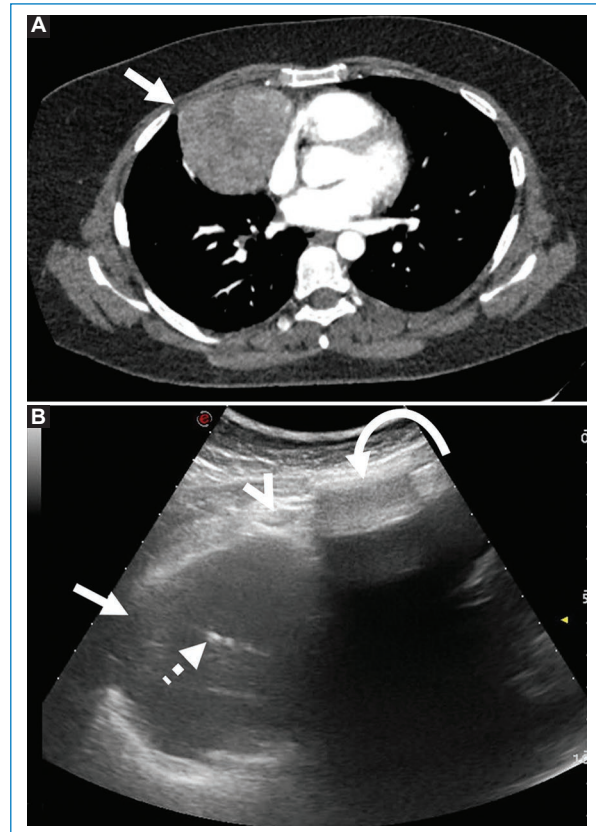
Mujer de 43 años en estudio por hallazgo en placa de tórax en contexto de disnea. A: angiotomografía que muestra masa en mediastino anterior, en contacto con la pared torácica (flecha), el corazón y la vena cava superior. B: biopsia dirigida por ecografía de masa mediastinal anterior (flecha) con aguja Franseen 20 G en forma directa (flecha rayada). Nótese el paquete mamario interno (cabeza de flecha) y la sombra acústica posterior vinculada al esternón (flecha curva). Diagnóstico final: timoma.
